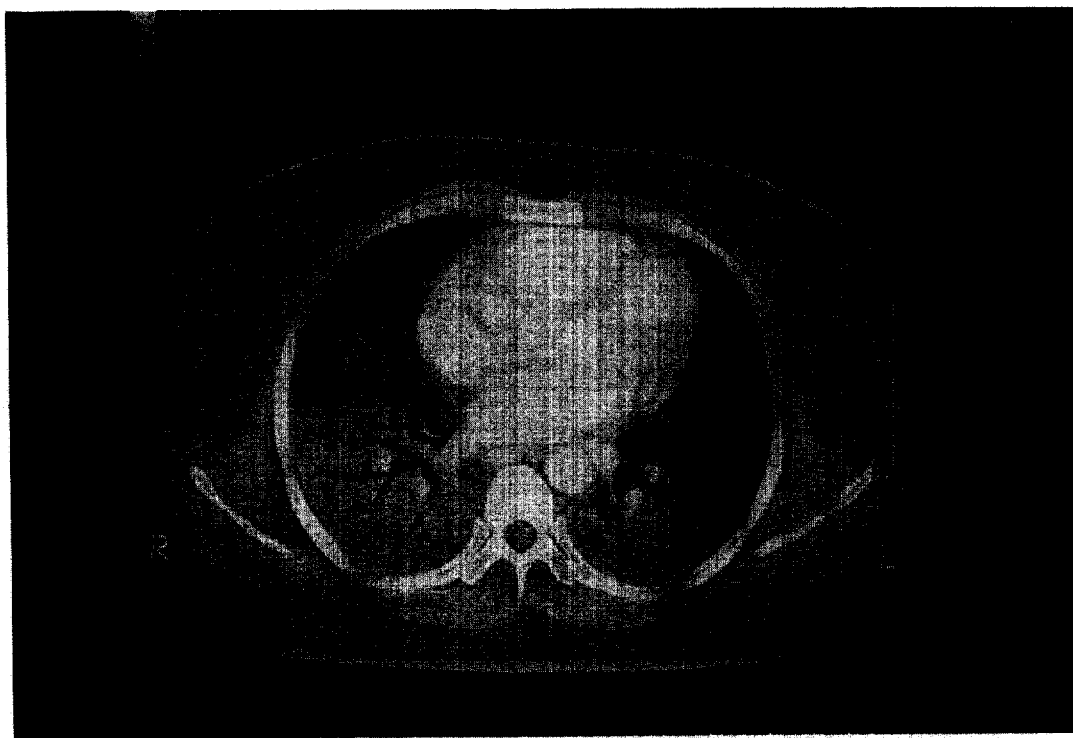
Chest CT scan shows ill-defined ground glass opacities and air-space consolidation with air-bronchogram in the both lower lung fields.
